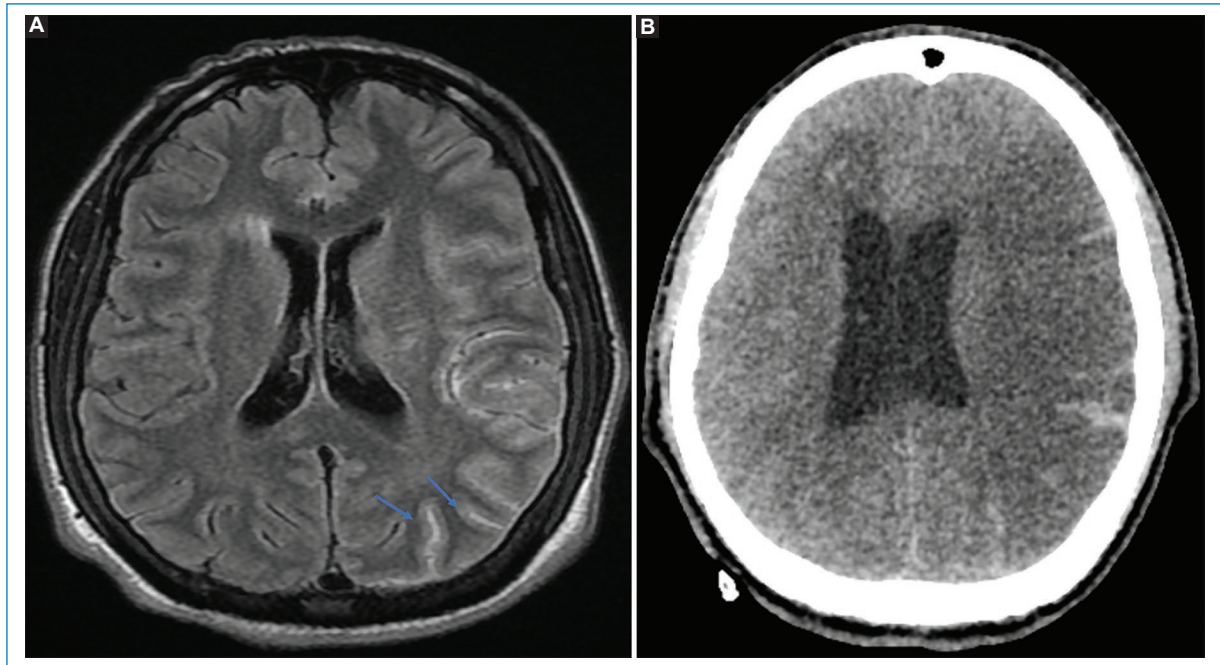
Paciente de sexo masculino de 28 años con trauma. A: en la secuencia FLAIR se demuestra hiperintensidad del espacio subaracnoideo en el lóbulo parietal izquierdo (flechas). B: ante el deterioro clínico del paciente se realizó un control con tomografía computarizada que mostró efecto de masa, edema y aumento de la hemorragia subaracnoidea.
